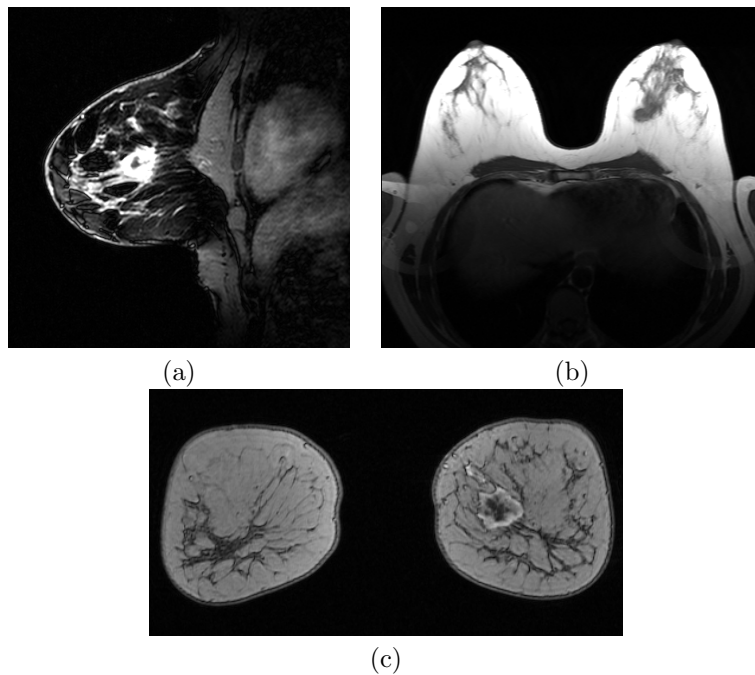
Tomografías RM de la paciente, en las que se aprecia por contraste el nódulo maligno. (a) Corte sagital. (b) Corte axial. (c) Corte coronal.
